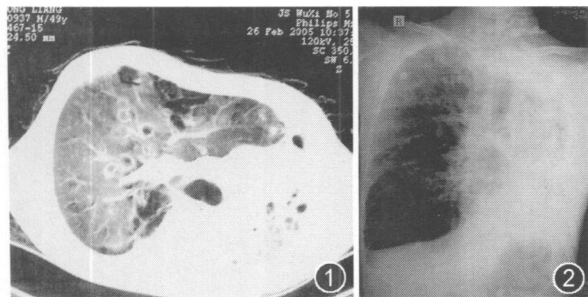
2 图 1 为 CT 片, 图 2 为胸部 X 线片, 均显示纵隔、心脏明显左
